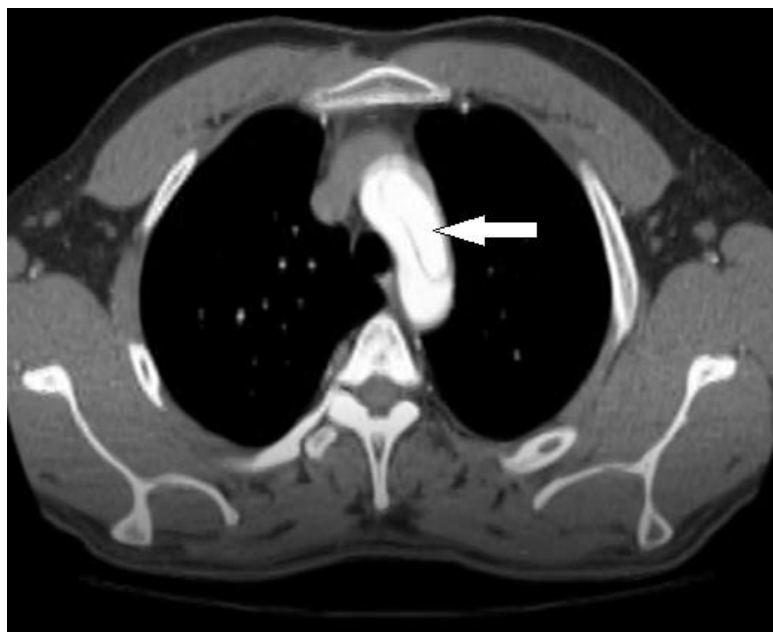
Предполагаемое место канюляции (стрелка) истинного просвета аорты у пациента с острым расслоением I типа по DeBakey по данным КТ.
